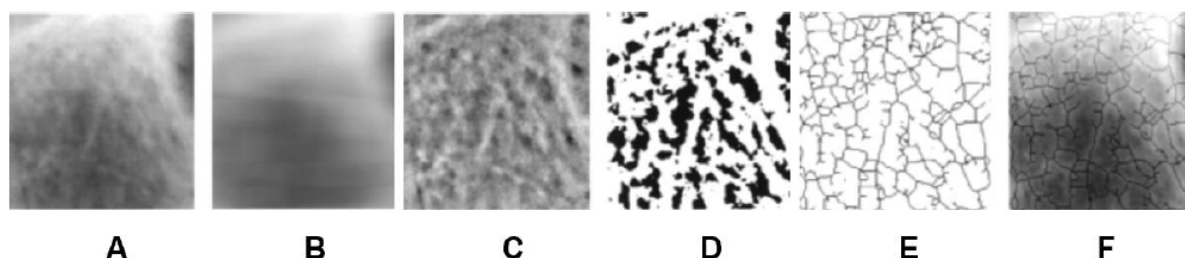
A: ROI do osso trabecular de uma radiografia digitalizada. B: Desfoque a região. C: Subtração e adição de 128 valores de cinza. D: Binarização. E: Esqueletização. F: Sobreposição de imagens (WHITE & RUDOLPH, 1999).
